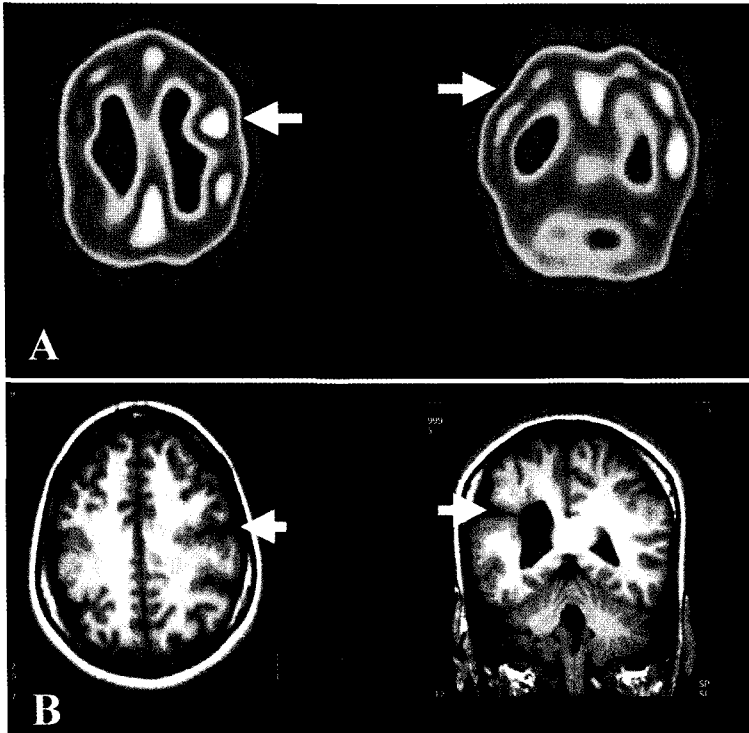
(A) A 37-year-old female with pathological grading 1 of cortical dysplasia revealed hyperperfusion in the left frontal lobe (white arrow) on axial image and normal perfusion on right occipital area (yellow arrow) on coronal image of interictal Tc-99m ECD SPECT. (B) MRI had infolding cortical thickening in the left frontal lobe (white arrow) and schizencephaly in the right occipital area (yellow arrow) on T1-weighted MRI.
